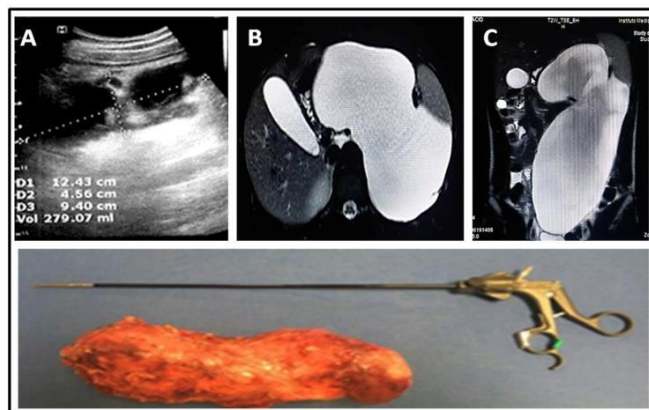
A) Ecografía abdominal y de partes blandas: colección anecoica polilobulada. B) RMN con gadolinio: vista axial. C) RMN con gadolinio: vista coronal. D) Pieza quirúrgica.
